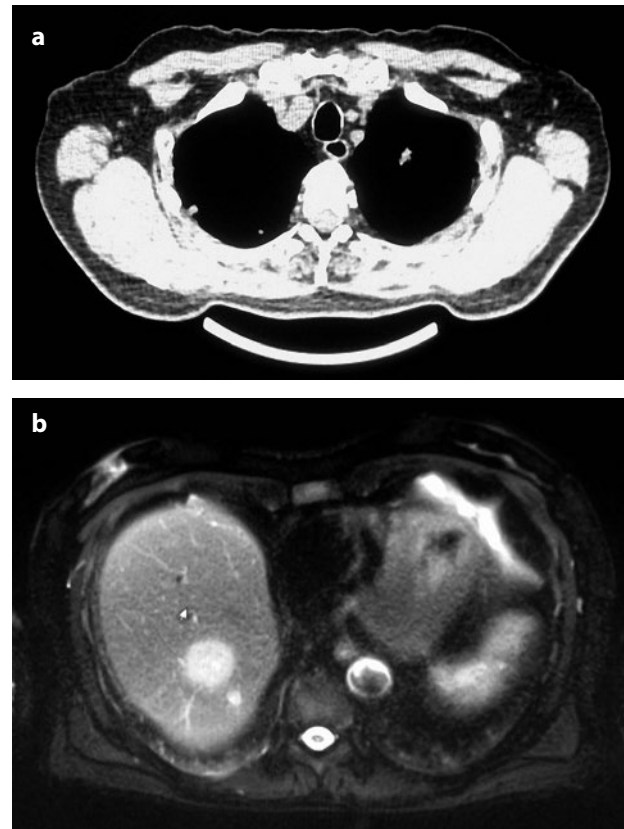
a-b. Immagini di aprile 2014 che mostrano rispettivamente le lesioni polmonari (TC) e la lesione focale epatica di 32 mm localizzata al VII-VIII segmento e in una sua vicinanza l'altra lesione focale di 8 mm (RMN).
